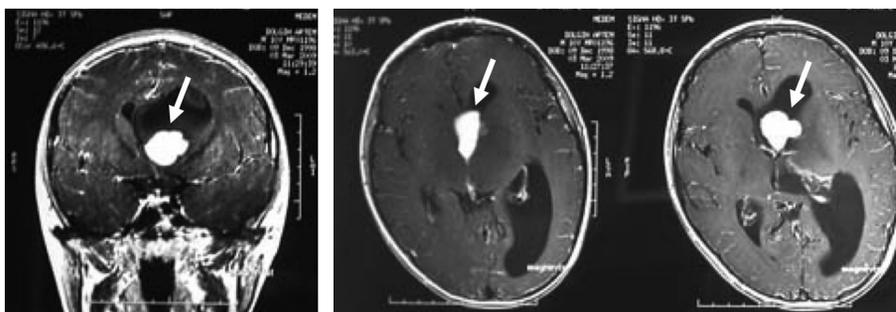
Больной Д., МРТ до операции (стрелками указана опухоль, располагающаяся в III желудочке с распространением в левый боковой желудочек).
